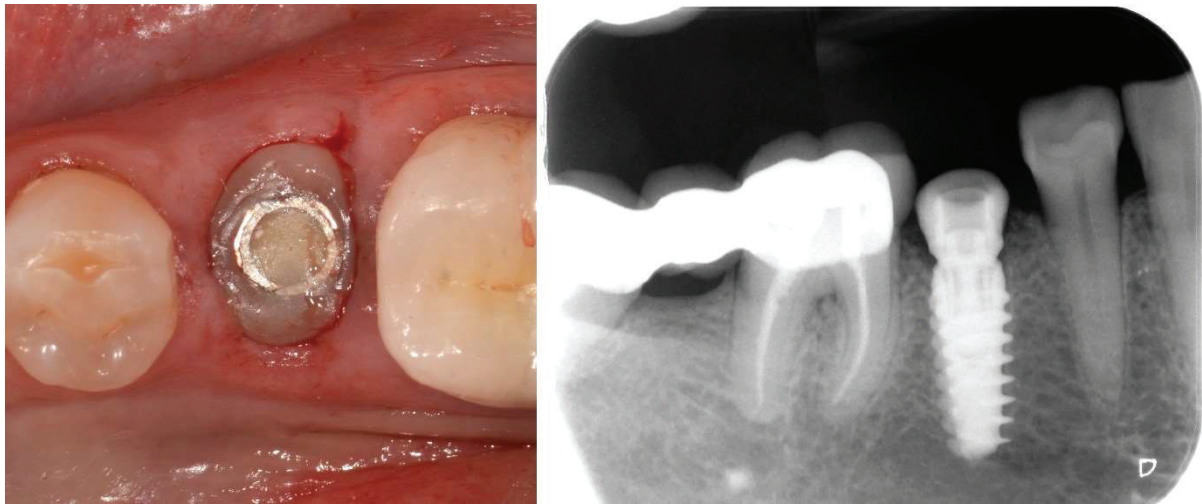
Vue occlusale et radiographie retro-alvéolaire du pilier SSA inséré et torqué
